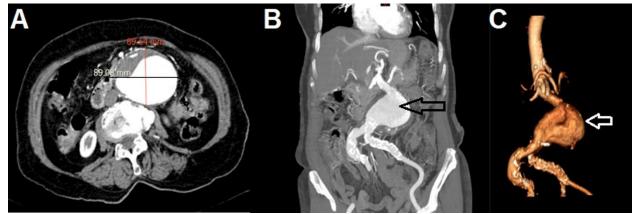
Angiotomografía computarizada. Proyección axial demuestra la dilatación aneurismática de 8.9 por 7 centímetros (A); las flechas negra y blanca en la proyección coronal (B) y la reconstrucción en tercera dimensión (C), indican la compleja morfología del aneurisma aórtico infrarrenal en un paciente masculino de 70 años.
